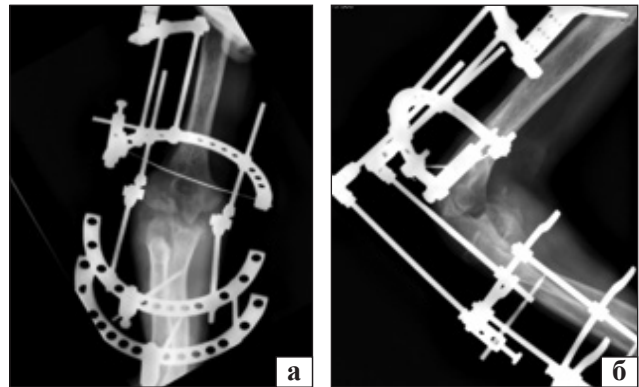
Рентгенограми в прямій (а) та бічній (б) проєкціях після завершення етапу апаратного вправлення передпліччя
